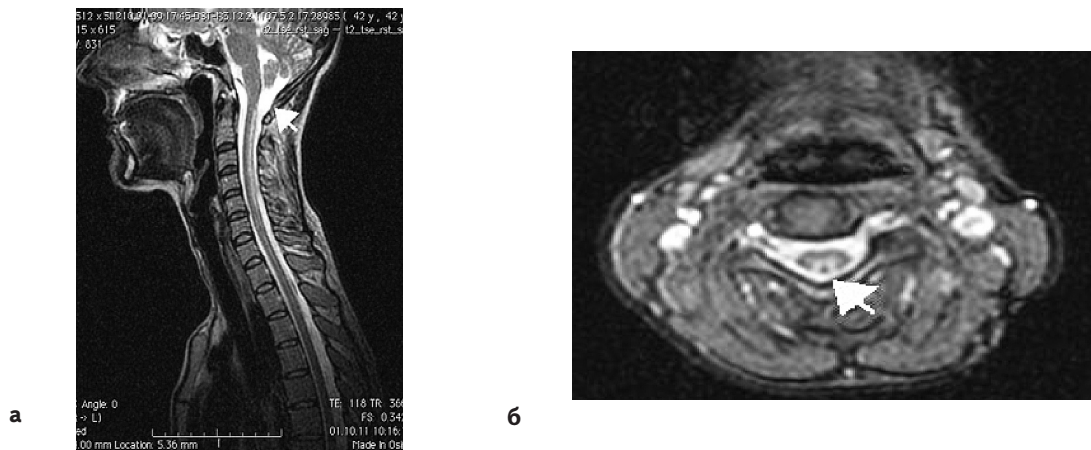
МРТ головного мозку та шийного відділу хребта: а) сагітальний розріз; б) поперечний розріз на рівні C_5-C_6 . Стрілочками вказані задні канатики спинного мозку; дегенеративний процес видний у білому кольорі.
